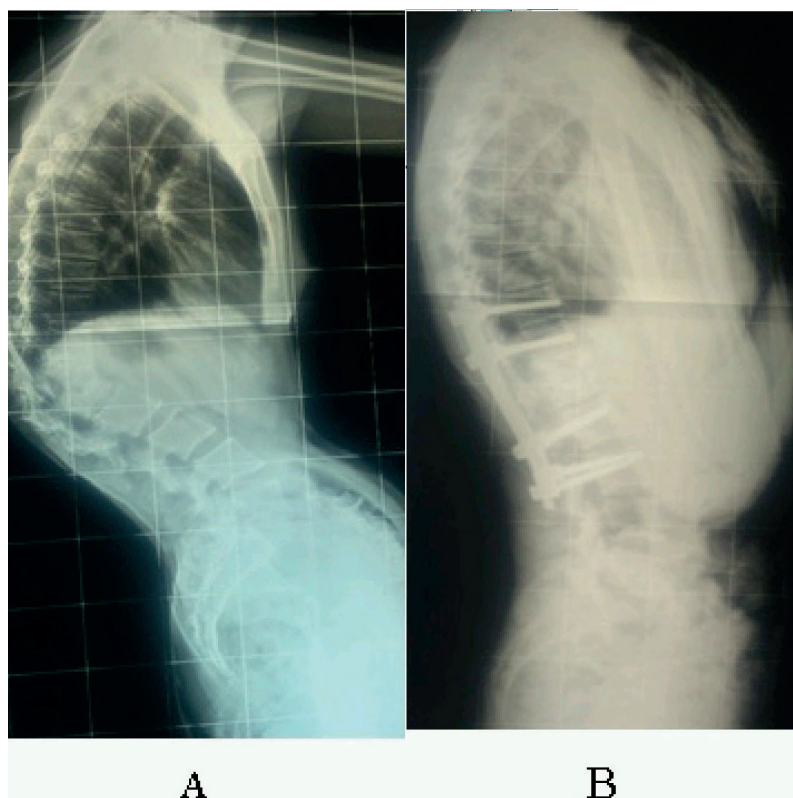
А- рентгенограмма до операции. В – рентгенограмма после хирургического лечения.
